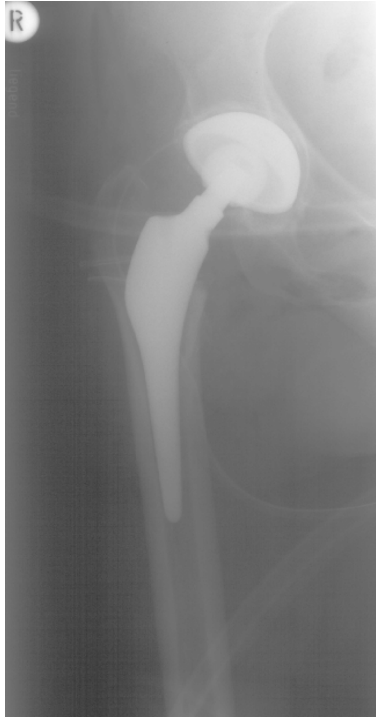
Postoperative Röntgenaufnahme in ap-Strahlengang der Hüfttotalendoprothese rechts, weibliche Patientin, distale Osteotomie
